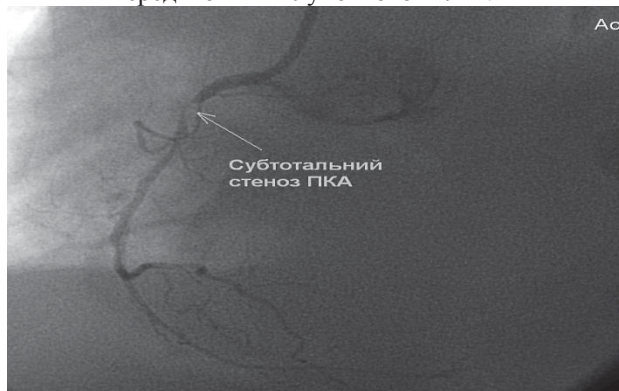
Рентгенконтрасна коронарографія хворого Л. Субтотальний стеноз правої вінцевої артерії.
